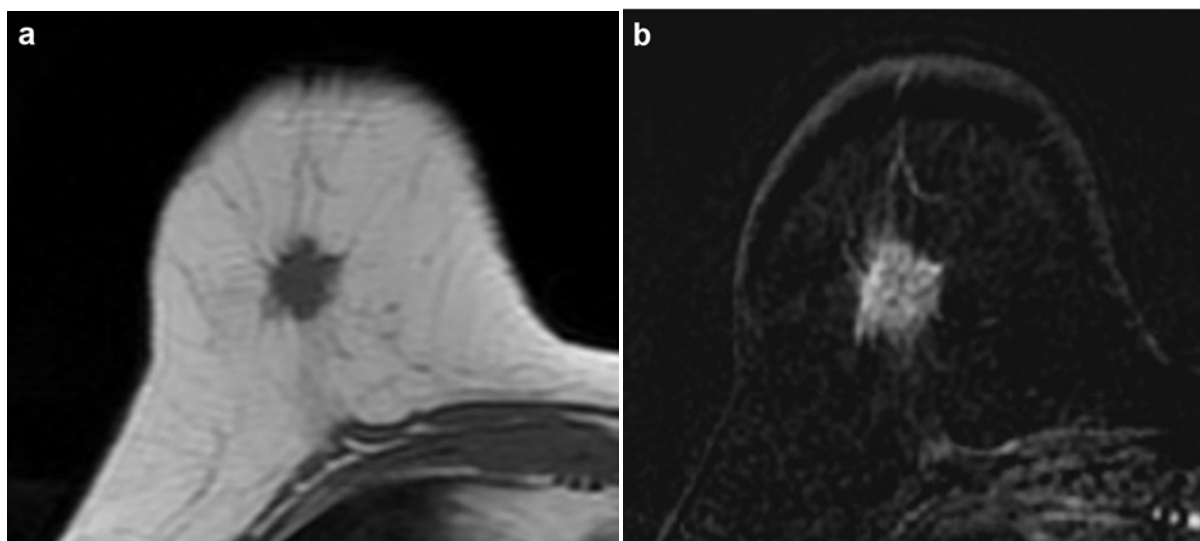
Patiente de 50 ans avec masse palpable de l'union des quadrants inférieurs, carcinome lobulaire infiltrant grade II, RH, Her – : a : IRM axiale T1 : masse spiculée de 2 cm; b : IRM axiale T1 FS après injection de gadolinium avec soustraction : rehaussement hétérogène.
